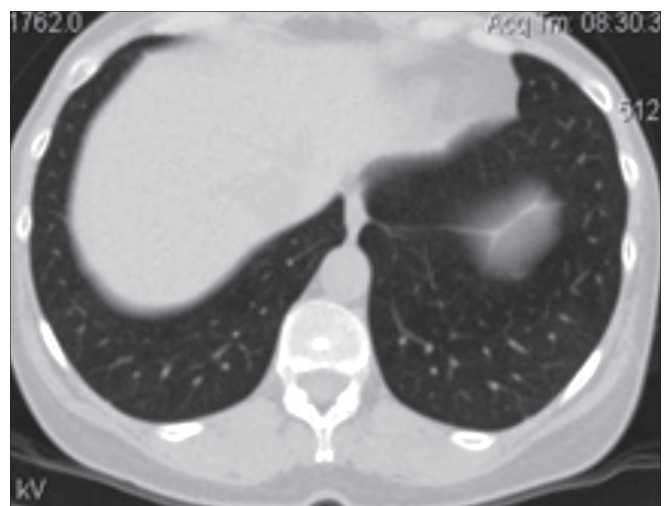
Компьютерная томограмма больного Р. через 2 мес после терапии кортикостероидами.
